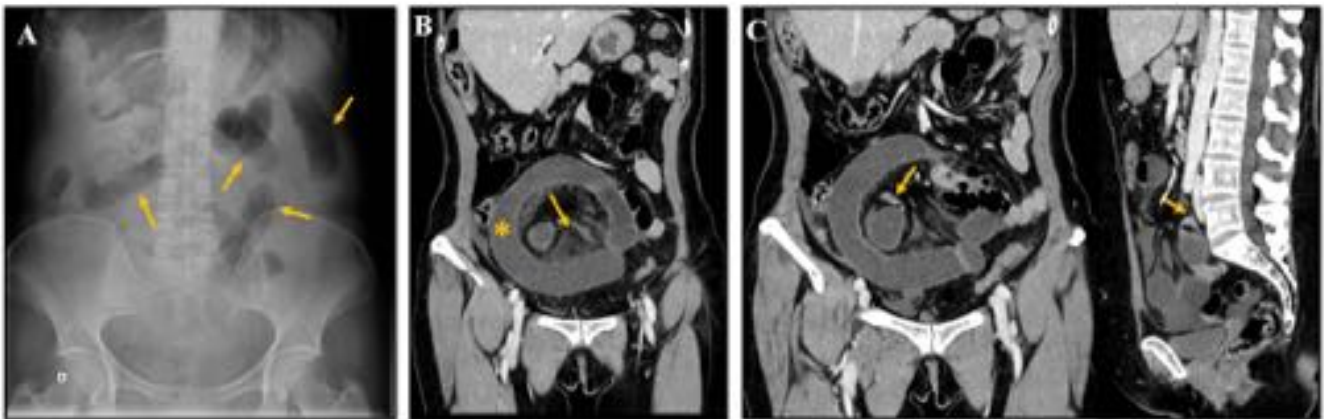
Obstrucción intestinal en asa cerrada. Mujer de 61 años con dolor abdominal y vómitos. A) Rx de abdomen. Patrón obstructivo con dilatación de asas intestinales (flechas) sin gas distal. B) TC abdominal. Dilatación de un asa de íleon con morfología en C (*), edema e ingurgitación del meso y líquido libre (flecha). C) En la pelvis mayor, a la altura de L5, se observan dos puntos de cambio de calibre (flechas) que condicionan una obstrucción intestinal en asa cerrada.
